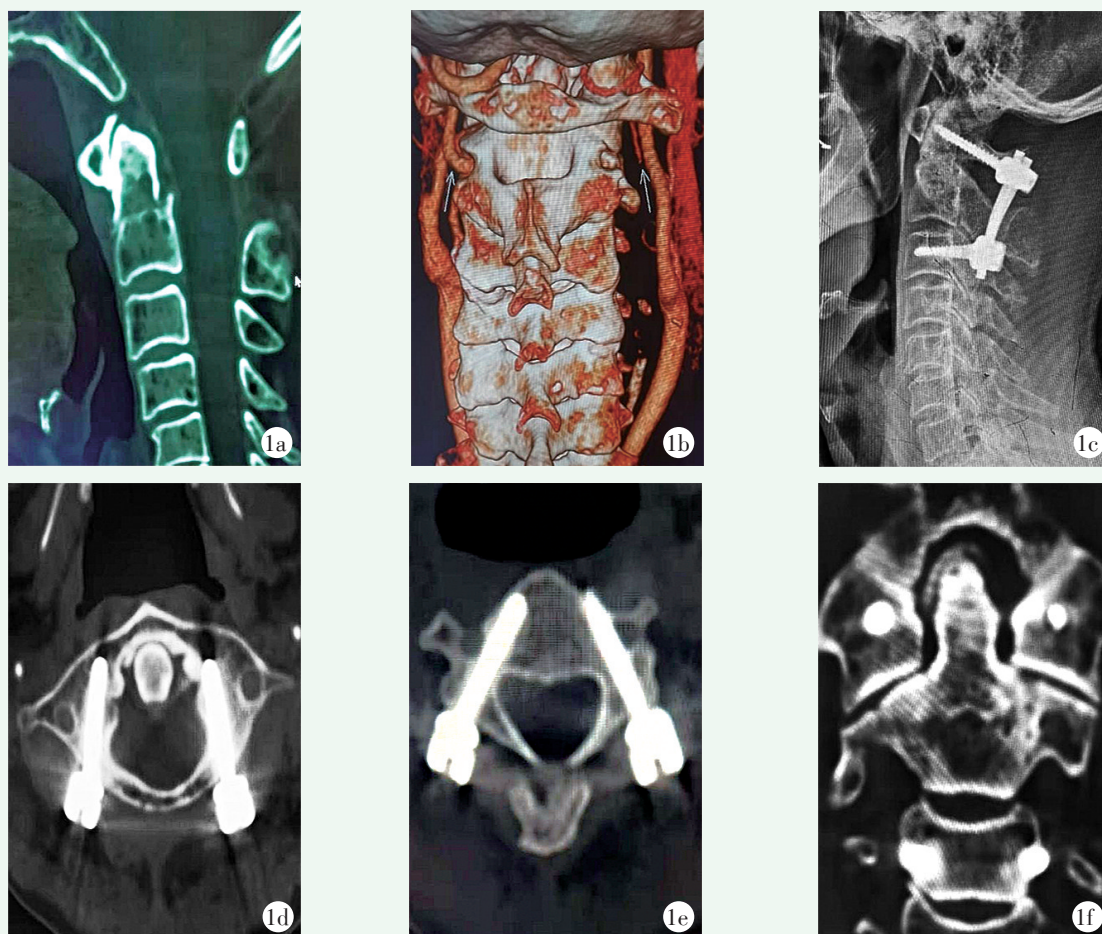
本例患者，男，68岁，车祸致枢椎骨折 1a: 颈椎矢状位二维 CT 示枢椎骨折 1b: 术前颈部椎动脉 CTA 示右侧椎动脉管腔重度狭窄、闭塞 1c: 术后复查颈椎侧位 X 线片示内固定位置良好 1d, 1e: 术后复查颈椎横断位 CT 示 C<sub>1-3</sub> 椎弓根螺钉位置良好 1f: 术后3个月颈椎冠状位 CT 示骨折端愈合良好
